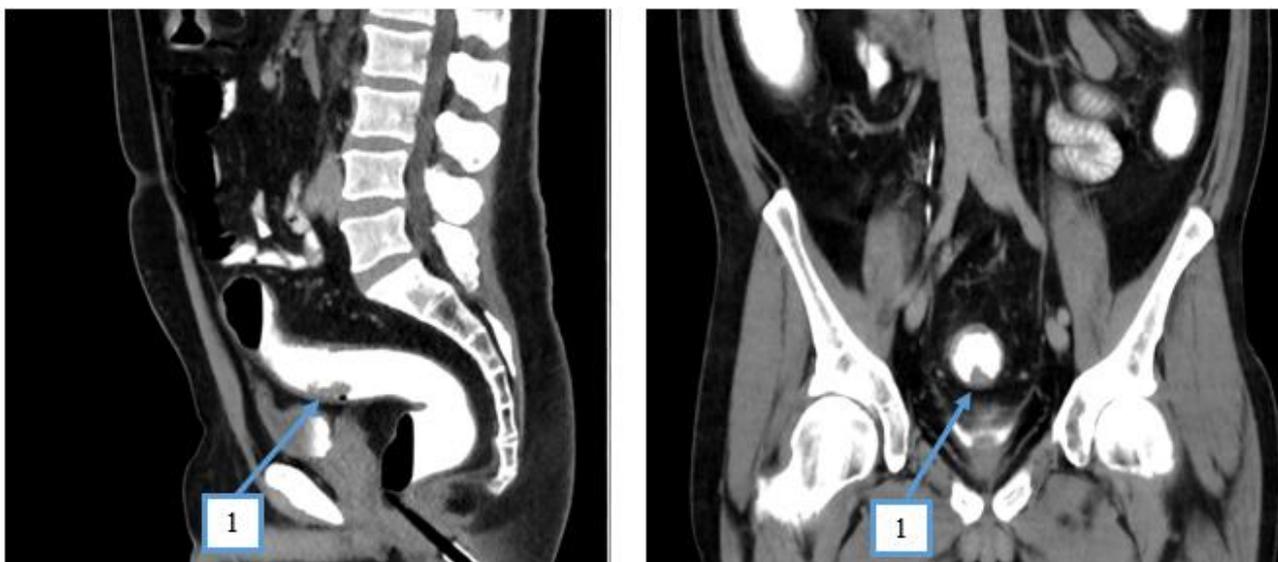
Компьютерная томограмма с внутривенным контрастированием органов брюшной полости и органов малого таза. 1 – экзофитное образование сигмовидной кишки
